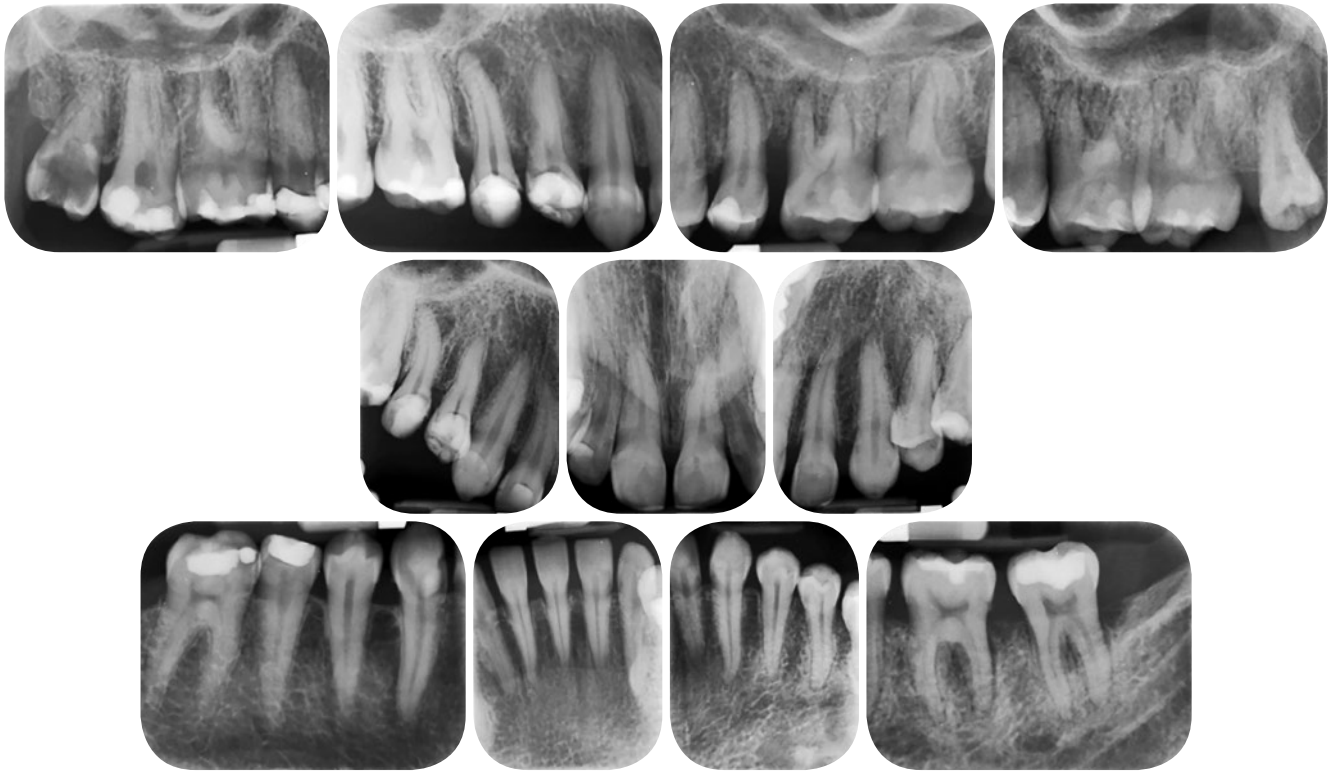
Status radiographique parodontal initial au 30.11.2018
